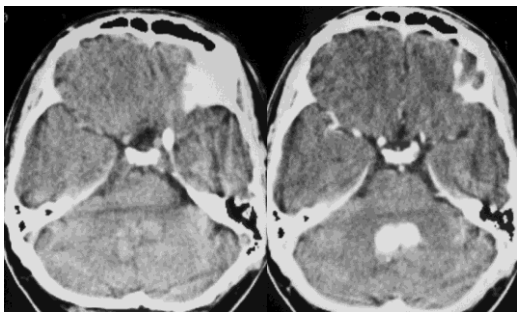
TC sin y con contraste de un hemangioblastoma sólido de vermis cerebeloso.
